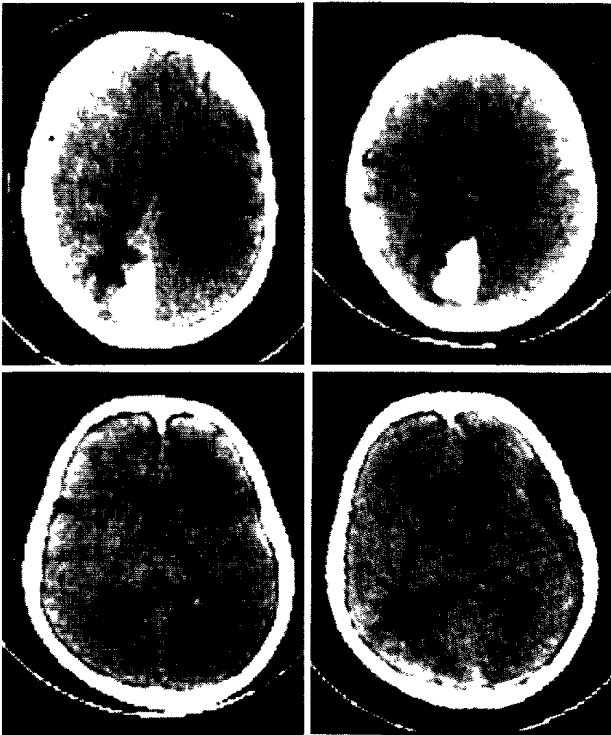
CT scans of Case 4 showing left subdural hematoma 5 days after the trauma (*upper left*) and its residual 3 days postoperatively (*upper right*). Left occipital calcified tumor (meningioma) and the residual hematoma were removed 24 days after the trauma.
